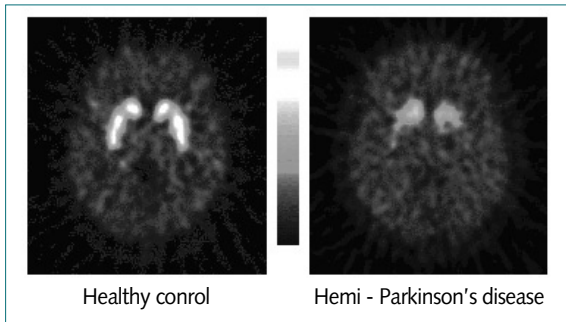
정상인과 오른쪽 편측 파킨슨병 환자의 [^{11}C]WIN 35,428 도파민 운반체 PET 영상. 편측 파킨슨병 환자에서 [^{11}C]WIN 35,428 결합이 임상증상 반대쪽 선조체 뿐만 아니라 같은쪽 선조체에서도 저하되어 있다.
